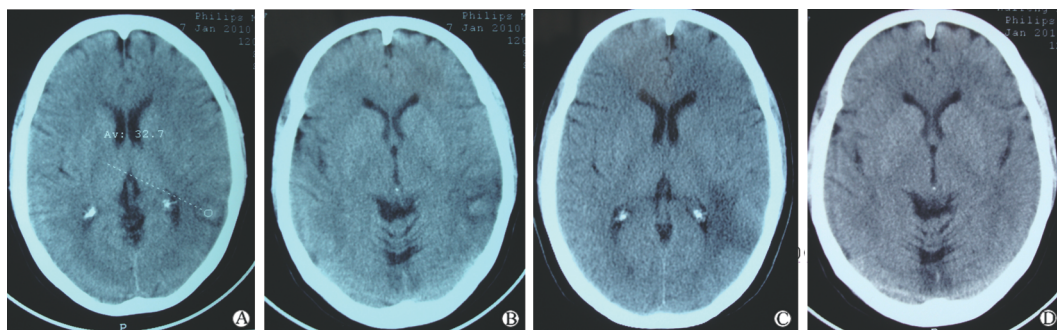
患者入院前(A,B)及出院前(C,D)头颅 CT 结果
